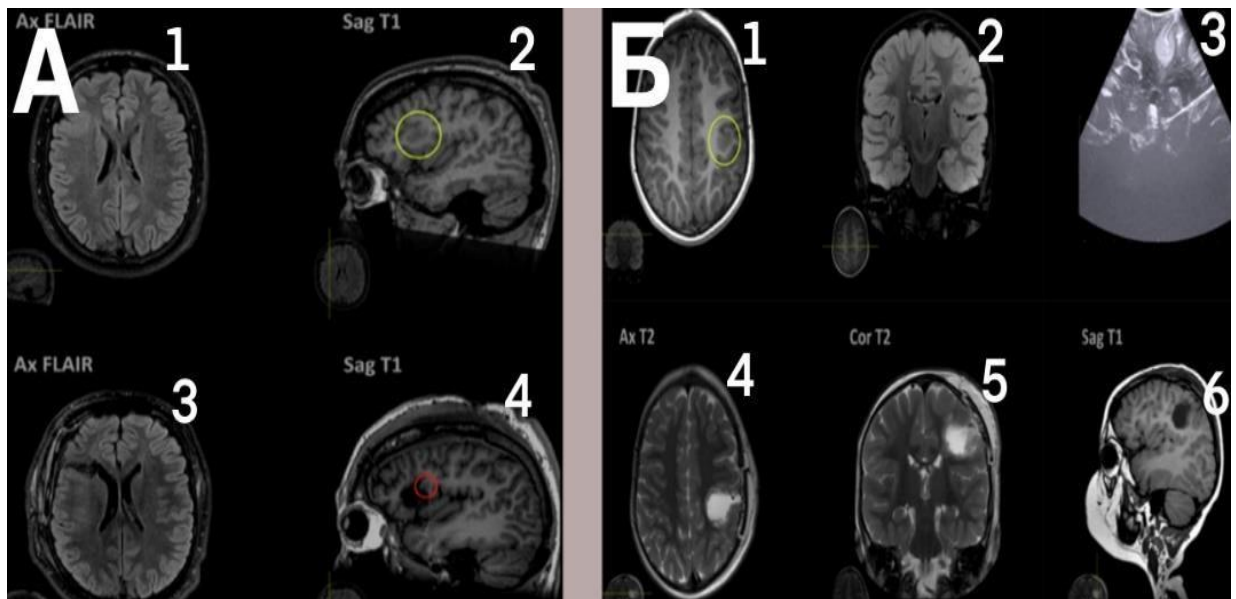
Пациент, 4 года, диагноз «структурная фокальная лобная эпилепсия»; ФКД правой лобной доли; А (1, 2) — предоперационное МРТ; ФКД правой лобной доли (желтый круг); А (3) — послеоперационное МРТ; А (4) — послеоперационное МРТ; определяется остаточная часть ФКД (красный круг). Б — пациент, 4 года, диагноз «симптоматическая фокальная эпилепсия левой лобно-теменной доли»: 1, 2 — предоперационное МРТ; ФКД левой лобно-теменной доли (желтый круг); Б (3) — иУЗИ; определяется трансмантальный гиперэхогенный очаг — ФКД; Б (4, 5, 6) — послеоперационное МРТ; тотальное удаление ФКД
